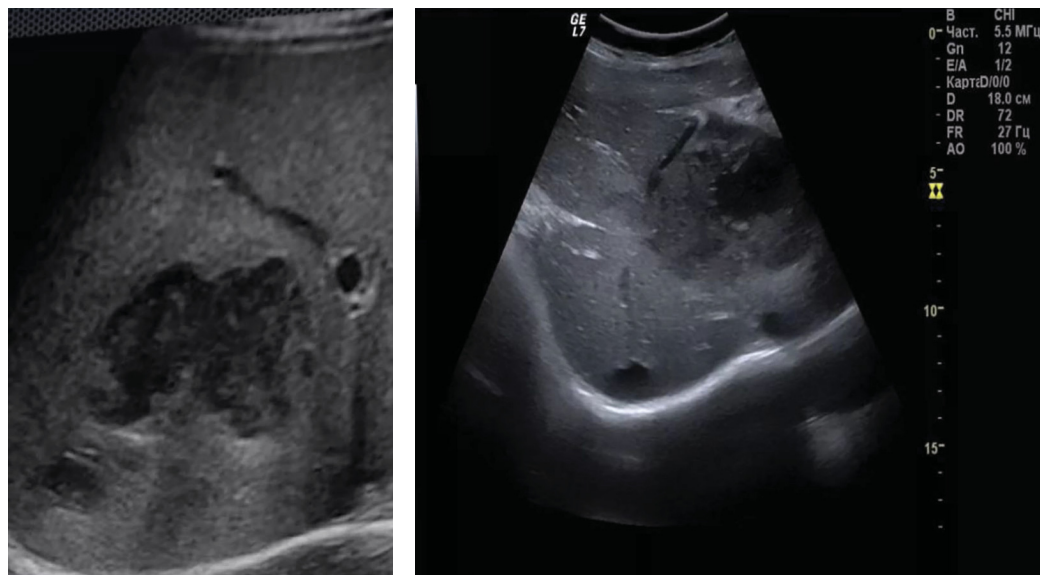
Картины УЗИ абсцесса правой доли печени
